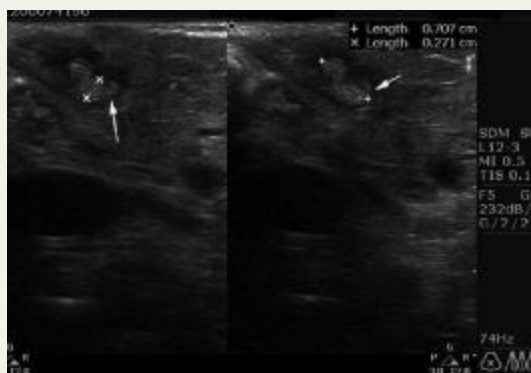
USG of submandibular region shows two separate hyperechoic nodular lesions with hypoechoic rim.
